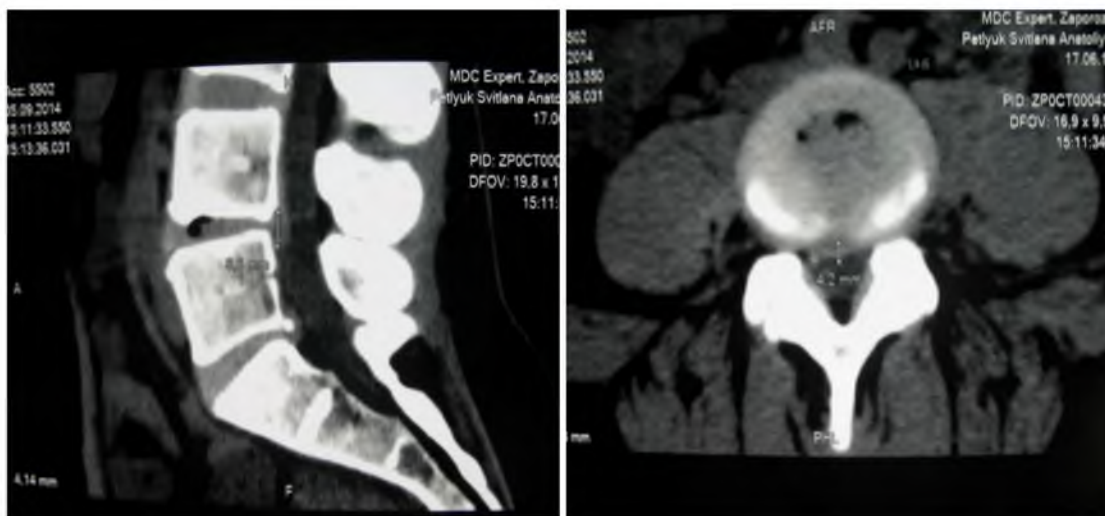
Вторая контрольная КТ-томография от 05.09.2014 г., отображен мп-диск в переходной стадии между грыжей и протрузией: в сагиттальном разрезе – *слева*; в аксиальном разрезе – *справа*.
